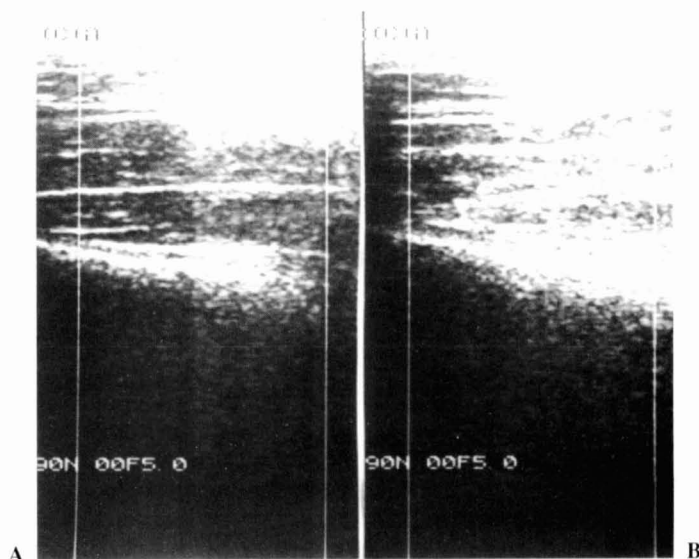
Ecografía antes y después del bombardeo con 2.500 ondas de choque a máxima energía en la tibia, sin apreciarse alteraciones en la superficie ósea.
